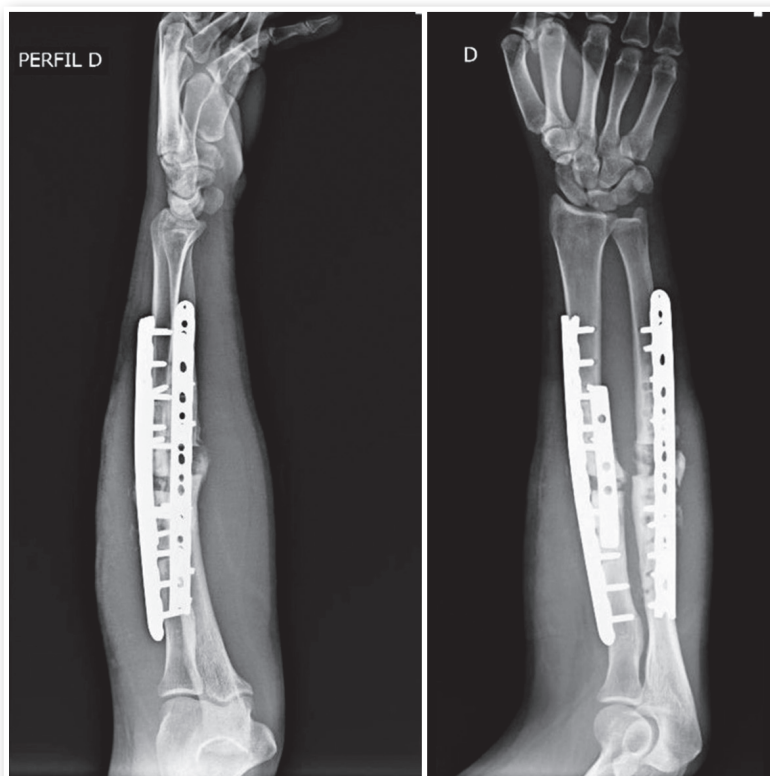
Radiografia ao final da cirurgia com a síntese do rádio com duas placas, uma curta e uma longa, e da ulna com uma placa 12 furos.
